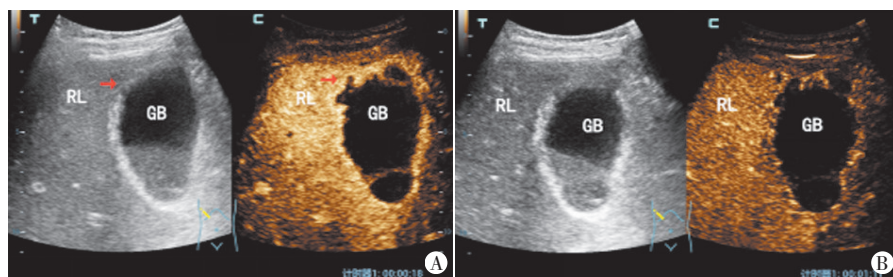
结石性胆囊炎伴胆囊穿孔超声造影图(RL: 右肝; GB: 胆囊)
